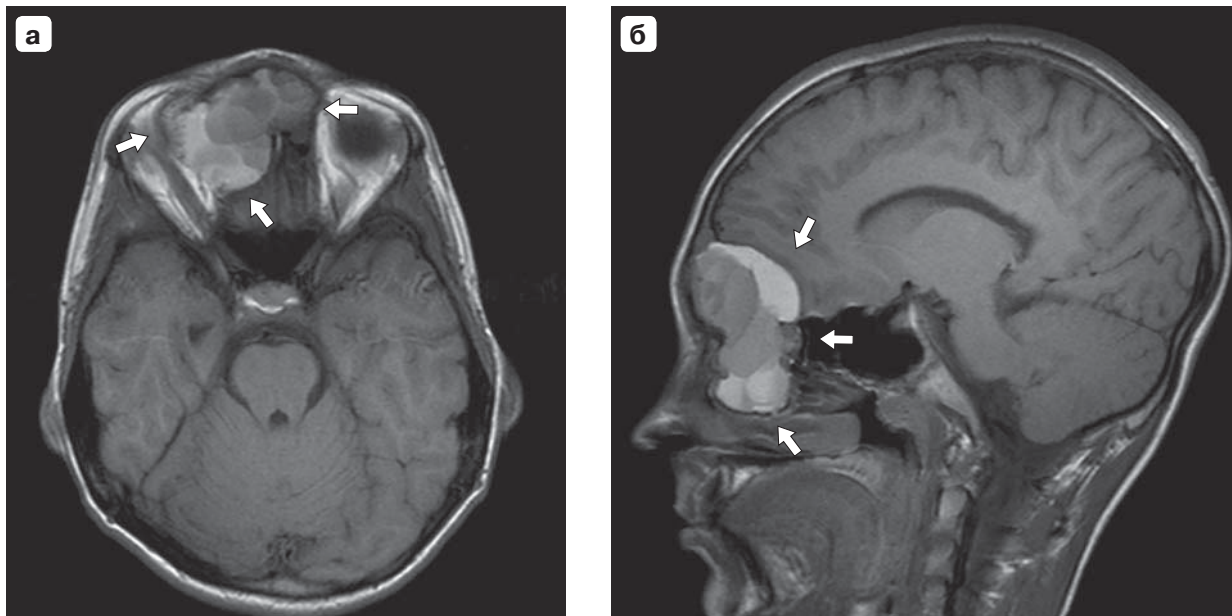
МР-томограммы. а – аксиальная проекция Т1ВИ; б – сагиттальная проекция Т1ВИ. Масс-эффект в виде сдавления прилежащих мягких тканей правой орбиты, лобных долей головного мозга и прилежащих субарахноидальных пространств и борозд (преимущественно справа и минимально – слева).
